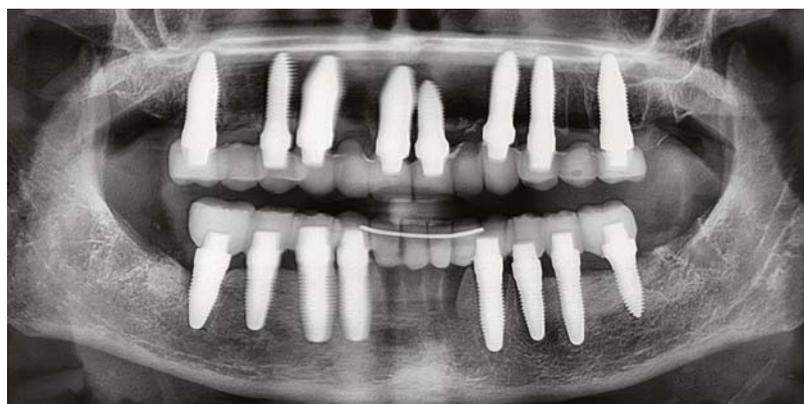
Postoperative Röntgenaufnahme am selben Tag mit dem festen Langzeitprovisorium.
